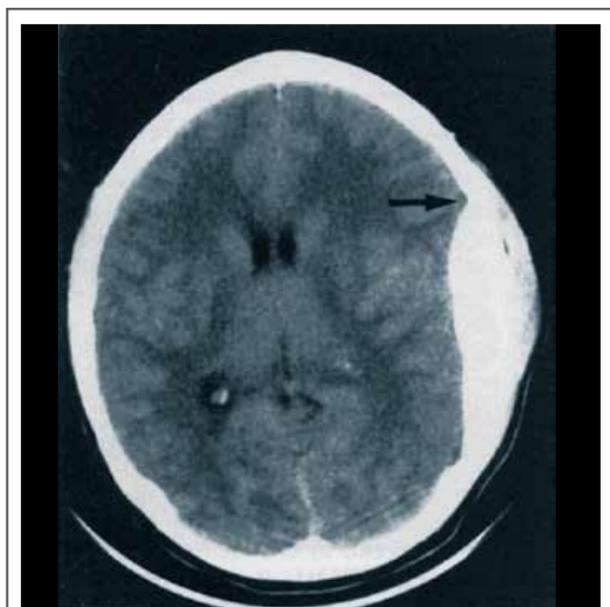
Tomografia de crânio evidenciando hematoma epidural (seta preta).
